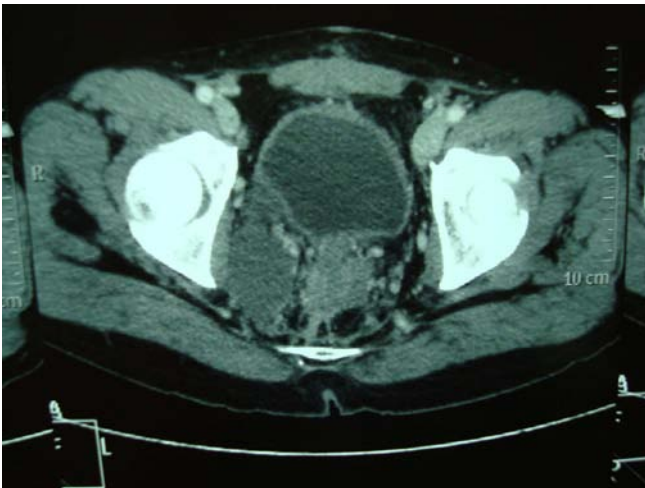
TC após quatro meses de imatinibe, apresentando critérios de resposta (redução do tamanho e da densidade tumoral).
